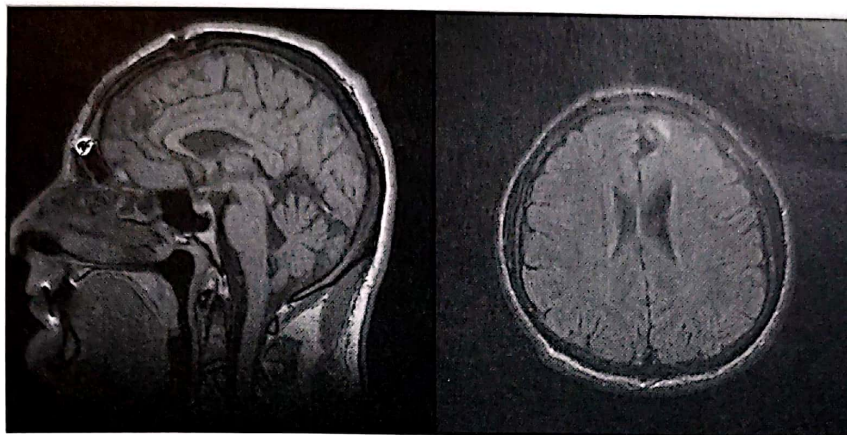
Examinare IRM de control postoperator efectuată la un caz de cavernom frontal parasagital stâng.
